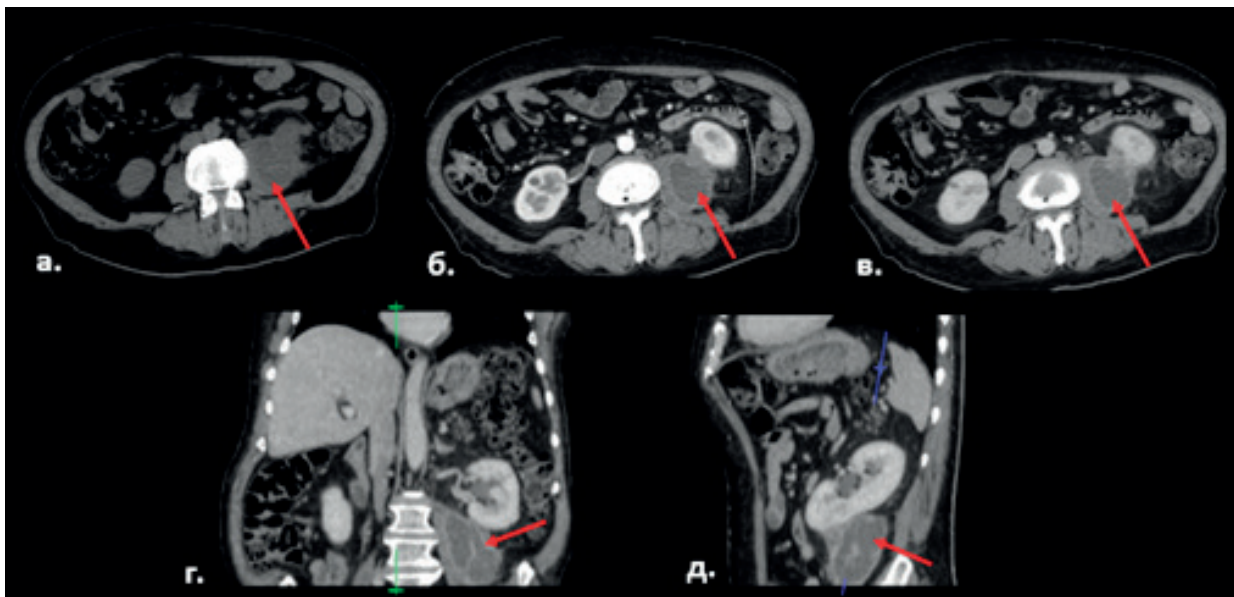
Рисунок – Компьютерные томограммы: а – нативное сканирование (аксиальный скан), б – артериальная фаза (аксиальный скан), в – венозная фаза (аксиальный скан), г – венозная фаза (корональная реконструкция), д – венозная фаза (сагиттальная реконструкция)
